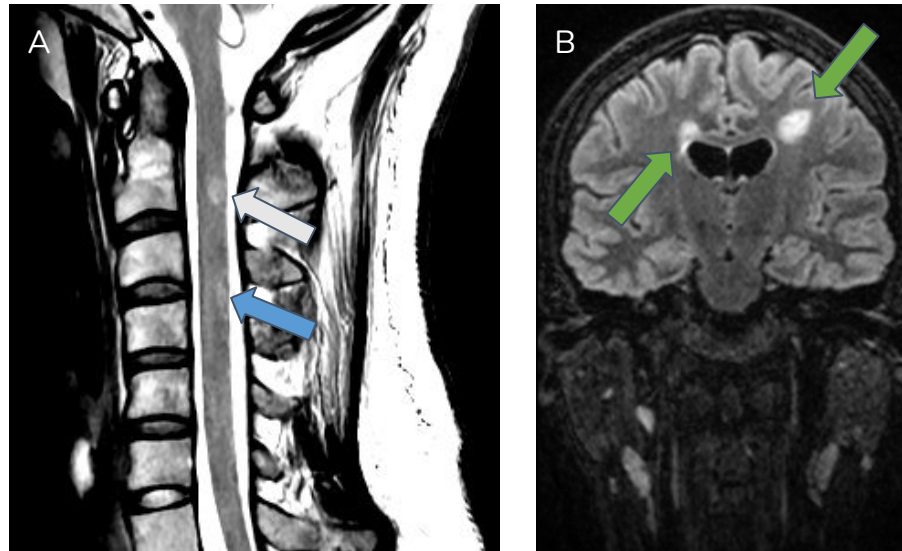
Corte sagital T2 de columna cervical (a) y coronal FLAIR de cráneo (b). Lesiones hiperintensos en T2 en localización cordonal posterior a la altura de C2 (flecha blanca) y cordonal postero-central izquierda en C3-C4 (flecha azul). Múltiples lesiones focales hiperintensos en T2 en sustancia blanca yuxta-subcortical y periventricular de ambos hemisferios cerebrales (flechas verdes), típicas de EM.
